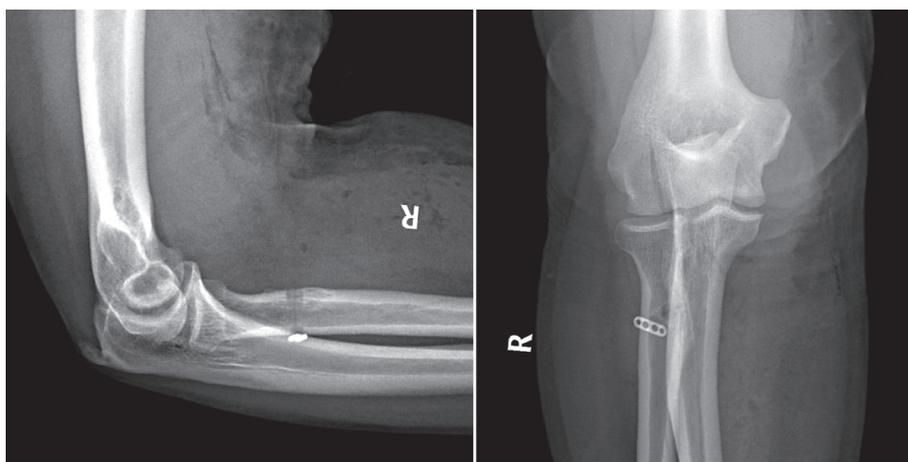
Послеоперационные рентгенограммы локтевого сустава пациента Э., 48 лет, в 2-х стандартных проекциях после хирургического лечения методом кортикальной фиксации пуговицей дистального сухожилия ДМП по Bain
